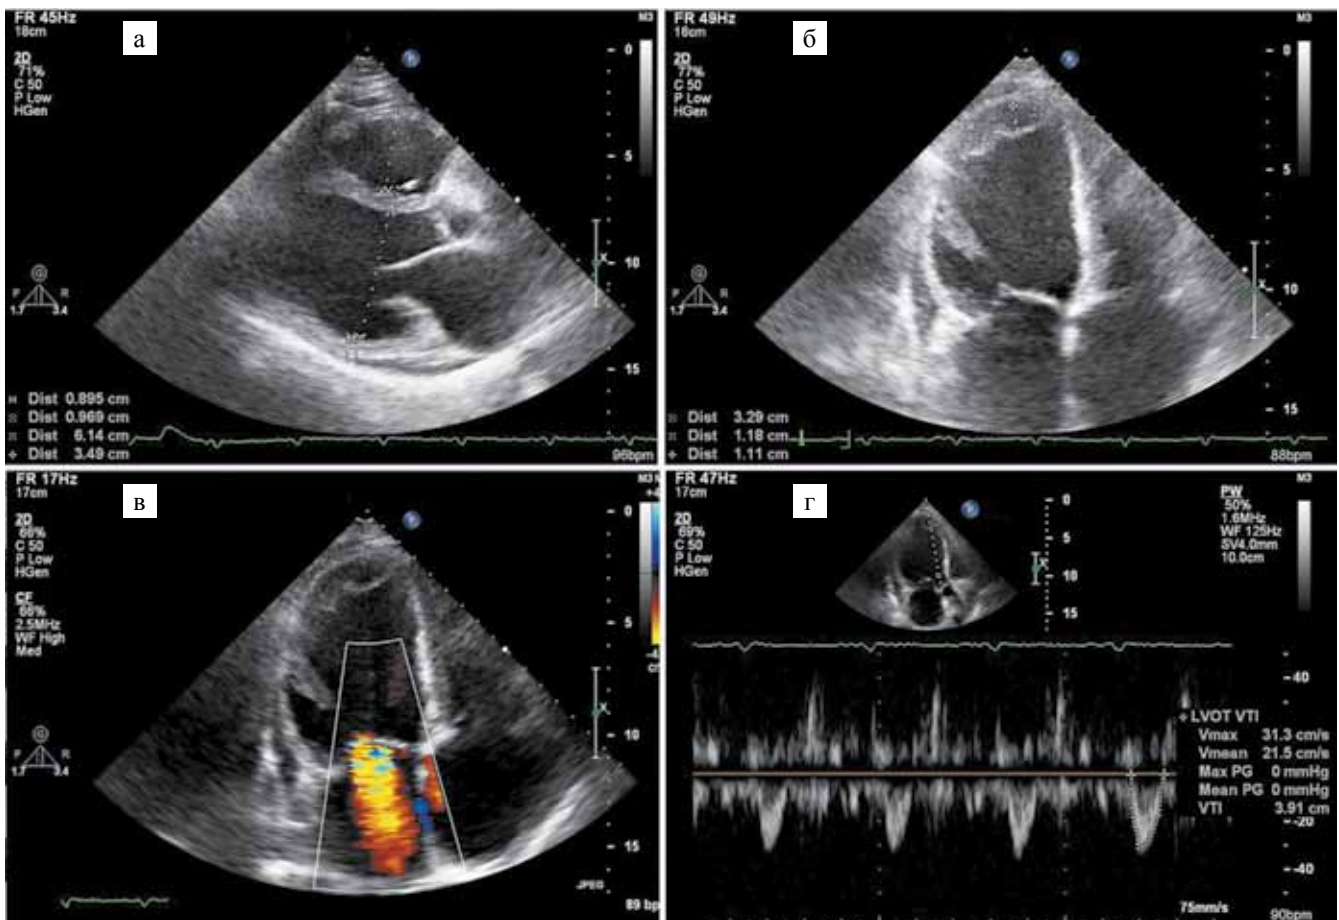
Эхокардиограммы больной при поступлении в клинику: а – двухкамерная позиция, увеличение размера левого и правого желудочков; б – четырехкамерная позиция, выставивший тромб в аневризме верхушки левого желудочка; в – цветовая доплерография, поток митральной регургитации III степени (до крыши левого предсердия); г – синдром малого выброса в аорту (резкое снижение VTI)
